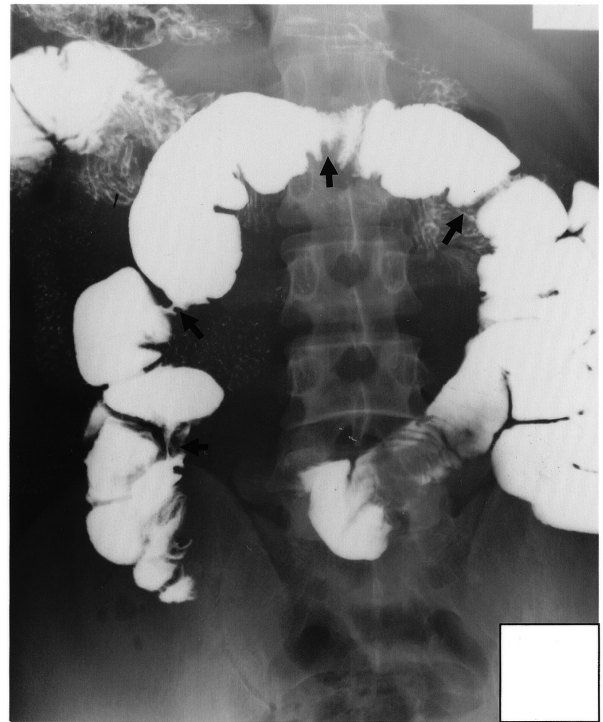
Small bowel radiography of case 1 reveals stenotic changes of the ileum.
